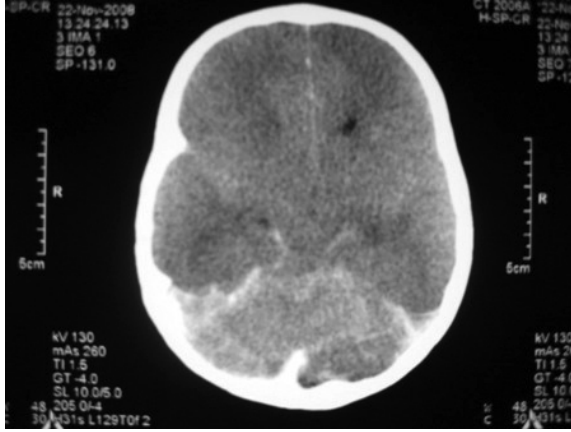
Vaka 1'in beyin tomografisinde subaraknoid kanama görülmektedir.
